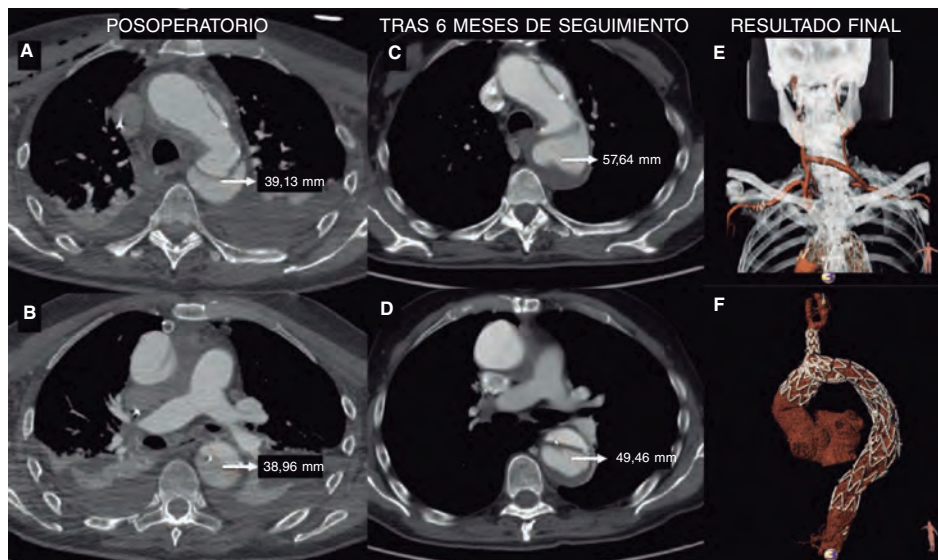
A, B, C, D: dilatación aórtica tras sustitución de aorta ascendente mediante cirugía abierta visto en angiotomografía computarizada de seguimiento realizada a los 6 meses. E: reconstrucción extraanatómica con derivación de carótida común derecha a subclavia izquierda (ambas término lateral), ligadura proximal y reimplante terminalateral de carótida común derecha en el injerto. F: sustitución de aorta ascendente mediante cirugía abierta, implantación del sistema de injerto de *stent* aórtico NEXUS en arco aórtico y aorta torácica descendente con trombosis de la falsa luz.
